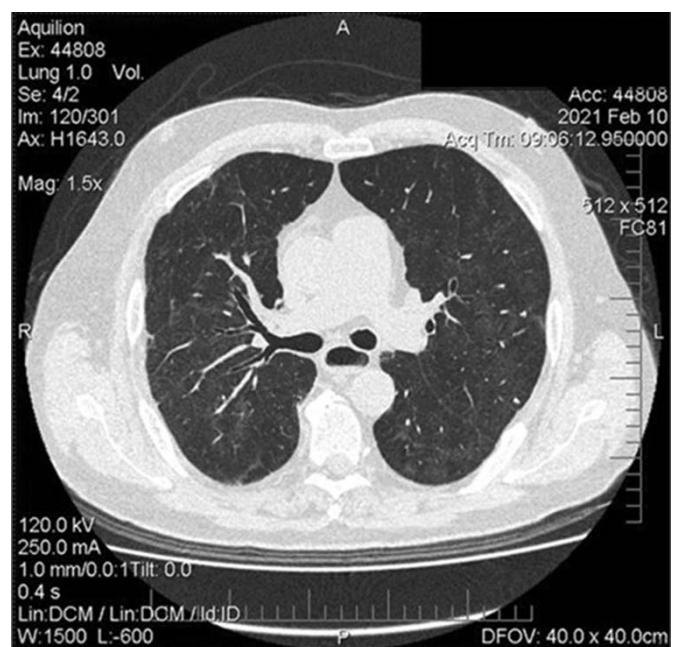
КТ ОГК пациента Н., 77 лет, остаточные явления двусторонней вирусной пневмонии в виде «тающих» «матовых стекол»
